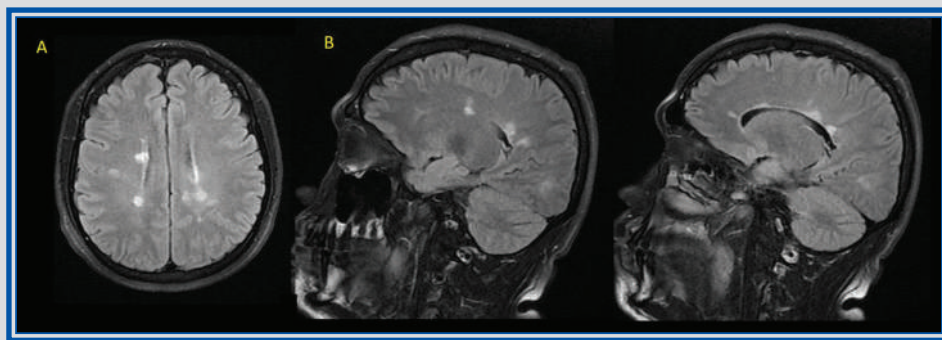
Capítulo 5. IRM de encéfalo en secuencia T2-FLAIR en la cual se observan lesiones periventriculares de predominio posterior en cortes axiales (A) y sagitales (B).
